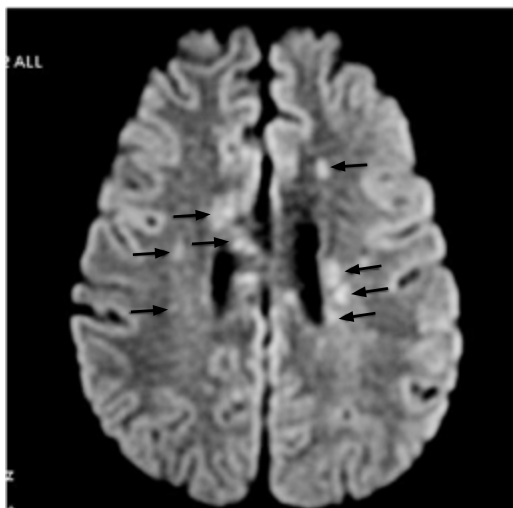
Imagen por resonancia magnética cerebral. En corte axial se muestran lesiones hiperintensas en áreas subcorticales (flechas negras), secuencia de difusión (DW1) de estudio control.
